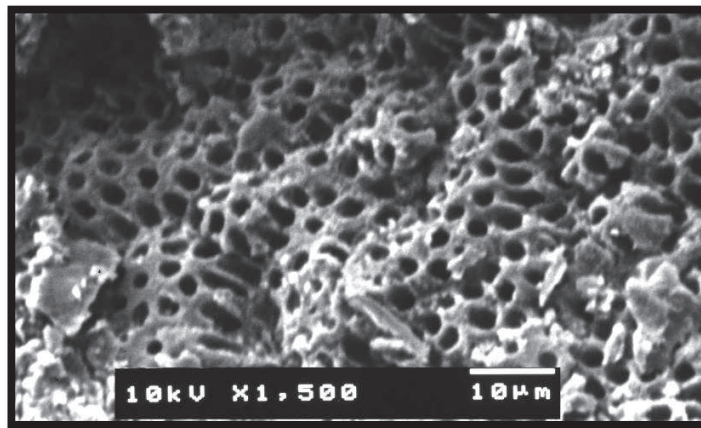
Muestra Irrigada con Hipoclorito de Sodio al 5.25% A) Canino Superior Derecho B) Radiografía Periapical antes y después de la Preparación del Conducto Radicular C) Microfotografía (1500x) Canaliculos dentinarios, se observan muy pocos residuos, restos de fibras y *E. faecalis* en un 5%.Túbulos dentarios obliterados por microdigitaciones debido a Smear Layer.
